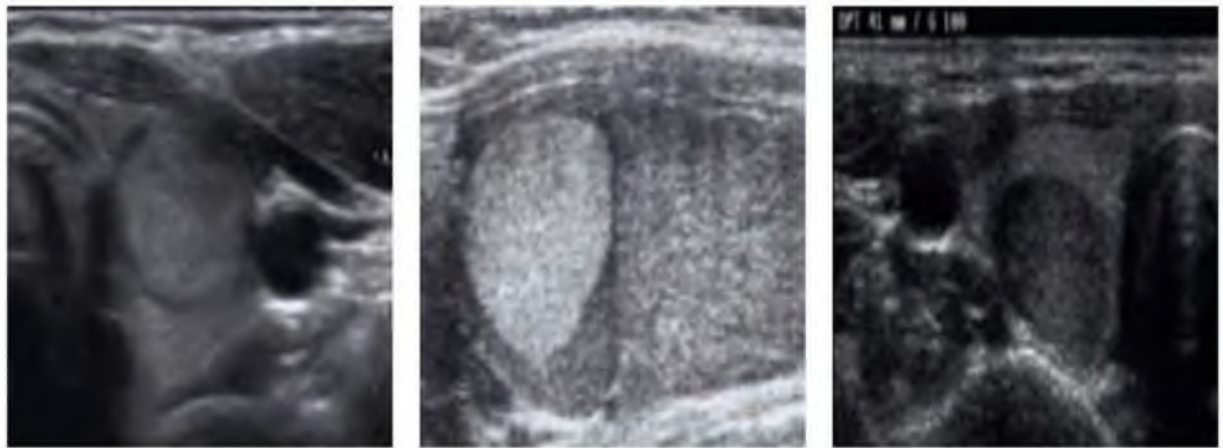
УЗИ: Эхогенность образований (С лева:изоэхогенный, гиперэхогенный и гипозэхогенный узел)
